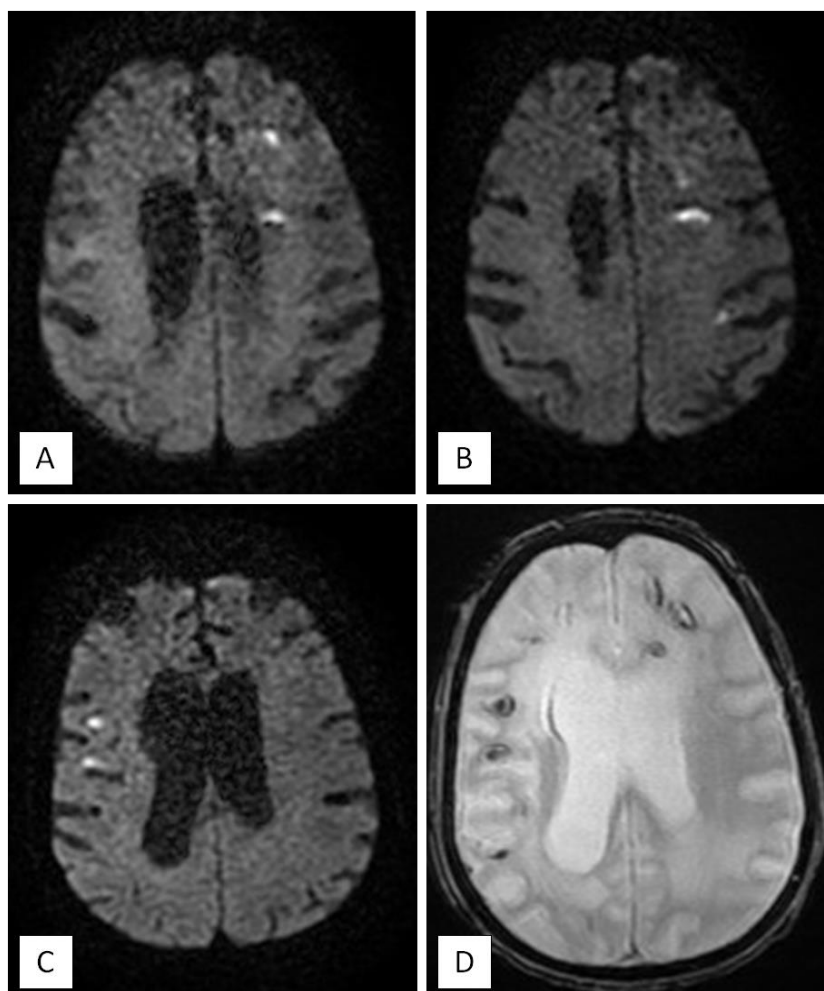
L'IRM cérébrale montre la présence de lésions d'ischémie hémorragique au niveau de la SB juxta-corticale et profonde en hypersignal T1 et T2, restrictive en diffusion (A, B, C), et en asignal T2* (D).
